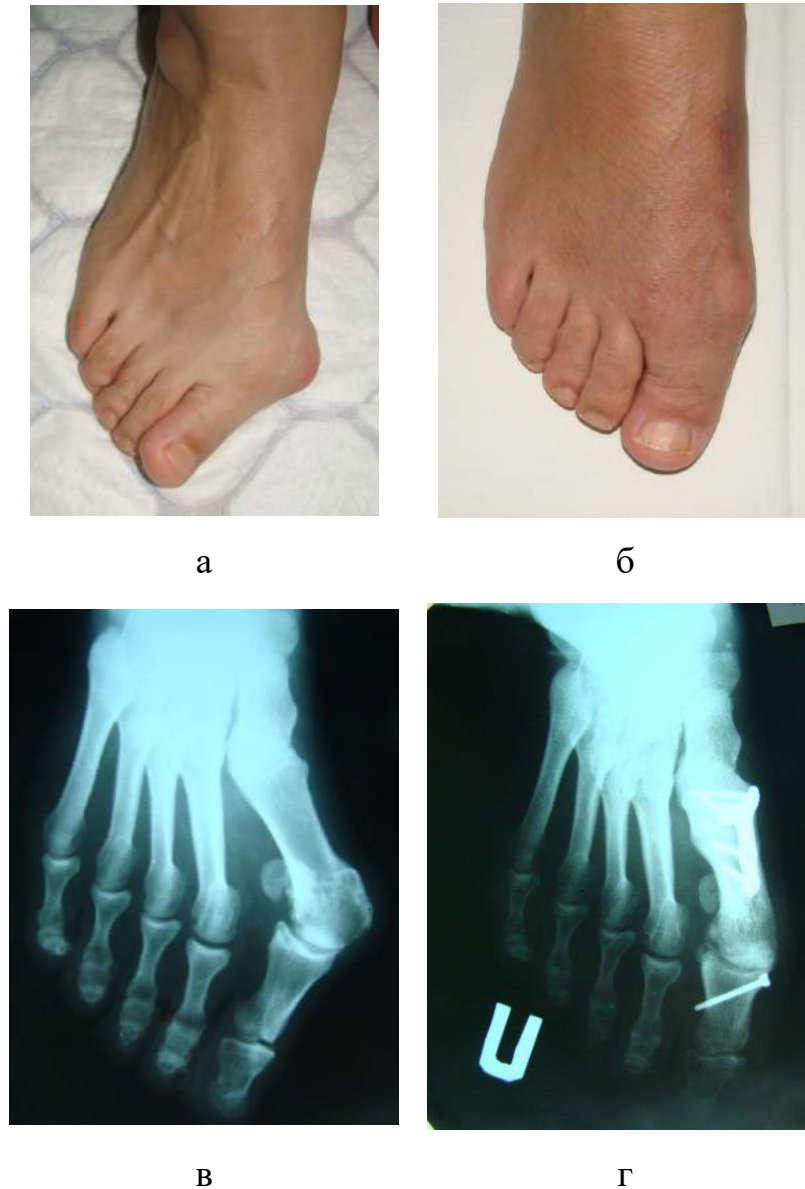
Зображення правої стопи пацієнтки з НВ ІІІ ст. до (а) та через 1,5 роки (б) після хірургічного втручання. Фотовідбитки з рентгенограм переднього відділу правої стопи до операції (в) та через 1,5 роки (г) після хірургічного втручання.
